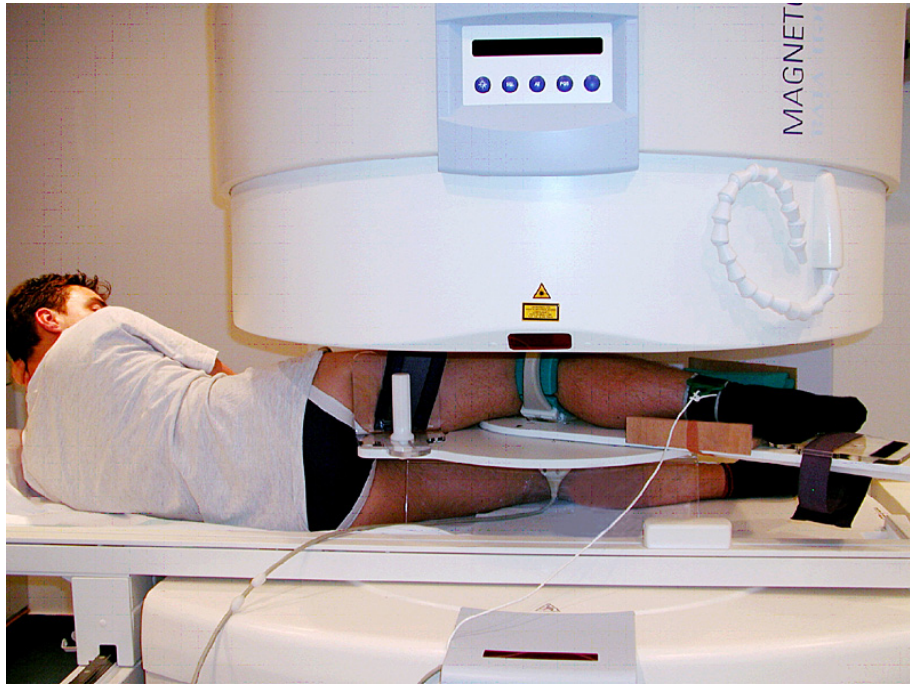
Bildgebung im offenen Magnetresonanztomographen. Der Proband ist seitlich gelagert, die Position und der Flexionswinkel (0° , 30° und 90°) des Kniegelenks werden durch eine Positionierungsschiene fixiert und kontrolliert. Das mit einem Gurt am Unterschenkel befestigte Seil dient zur Generierung einer Zugkraft in flektierender Richtung. Dadurch lassen sich neben Aufnahmen ohne Muskelaktivität auch Aufnahmen des Kniegelenks während extensierender Muskelaktivität erzeugen.
